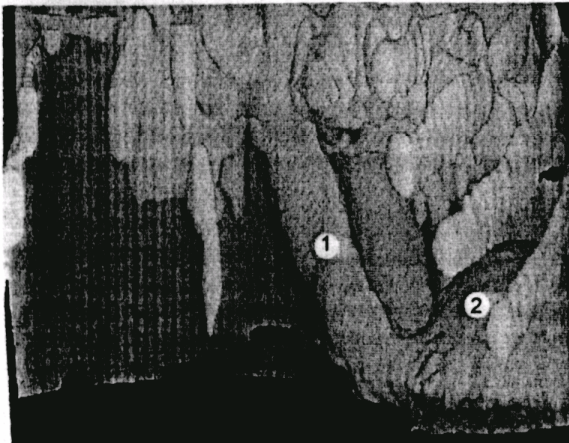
Комп'ютерна томограма стравоходу (1) і шлунка (2) новонародженого. х6,0.
